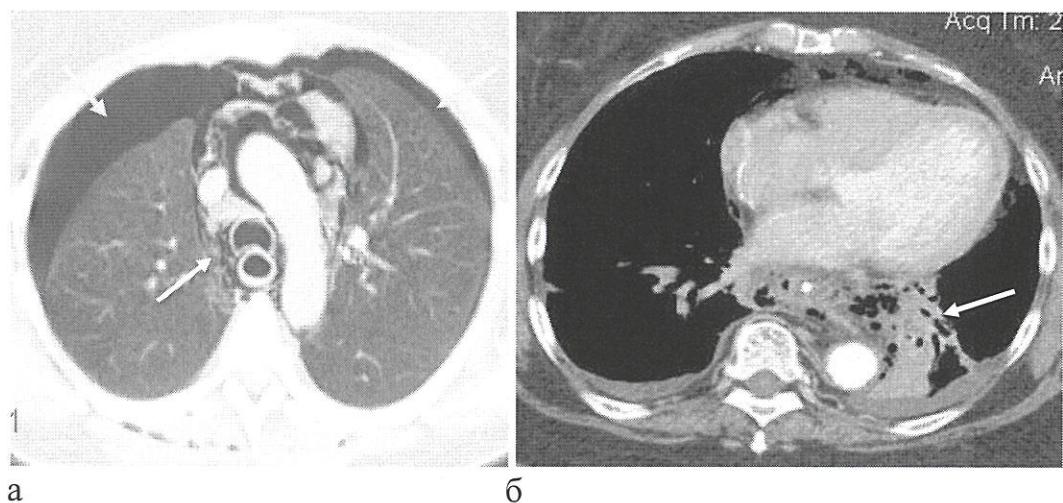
Компьютерная томография у пациентов с повреждением пищевода. А. Пневмоторакс, эмфизема средостения. Б. Медиастинит.
